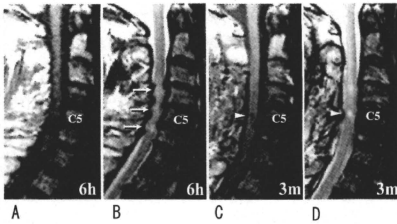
MRI診断でT1低信号/T2高信号の改善不良例
